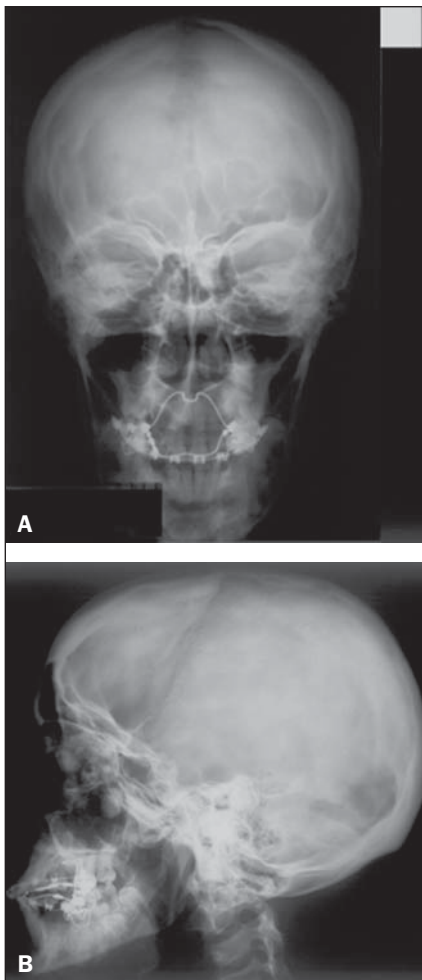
Radiografia de crânio nas incidências posteroanterior (A) e perfil (B).
